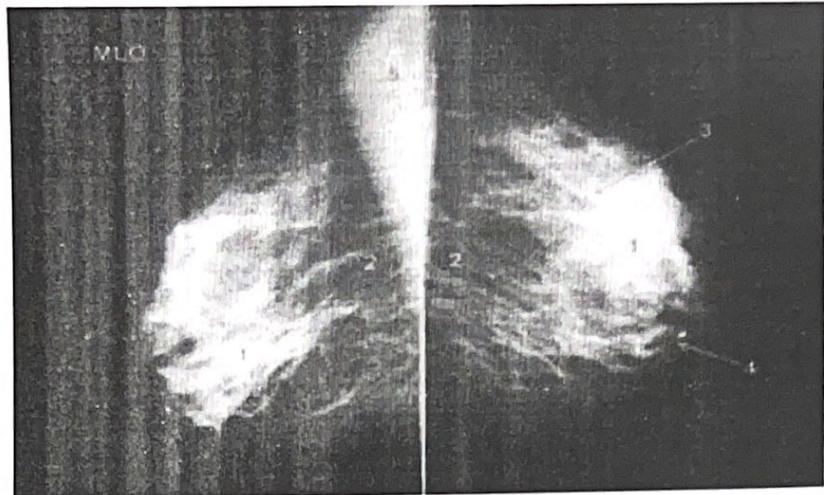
рентгенограммы молочных желез в крацио-каудальной (прямой), и косой (медиолатеральной) проекциях
